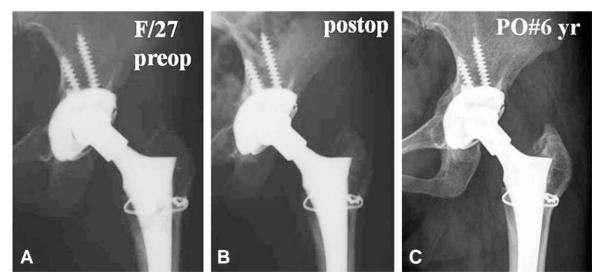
A 27-year-old male. (A) Preoperative anteroposterior (AP) radiography, taken at 6 years after the initial operation, demonstrated marked wear of the polyethylene liner and osteolysis around the acetabular cup. (B) Postoperative AP radiography. Polyethylene insert and head were changed. Osteolytic lesion was curetted and filled with bone graft. (C) AP radiography, taken at 6 years after bone graft, showed complete incorporation of the grafted bone to the host bone.
